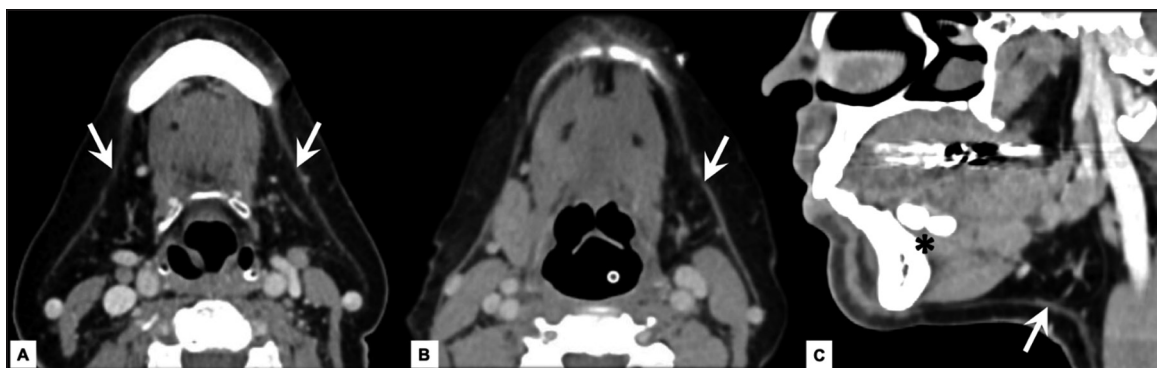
TC de cuello con contraste. A) MPR axial muestra sialoadenitis crónica bilateral en paciente con síndrome Sjögren (flechas). B) y C) MPR axial y sagital oblicua con afectación de la glándula submandibular izquierda (flecha) secundaria a litiasis obstructiva del conducto excretor (asterisco). Nótase la isodensidad glandular con el tejido adiposo, así como los remanentes vasculares y ductales intraglandulares.
